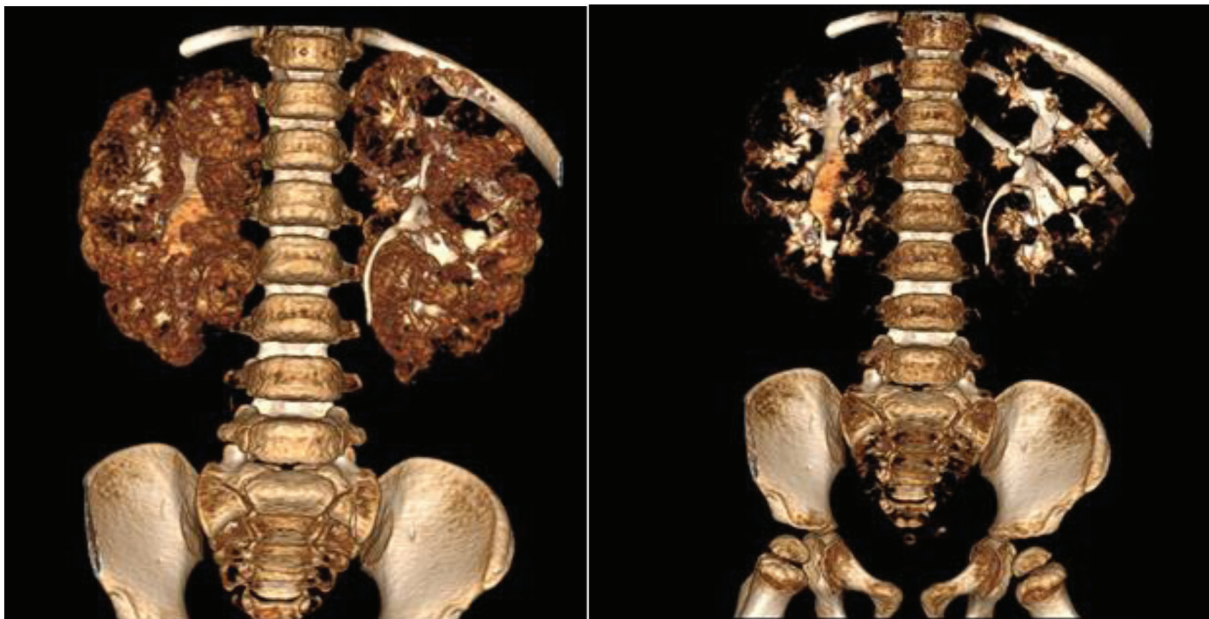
Дівчинка М., 2 роки. 3-D реконструкція КТ. Друга екскреторна фаза
